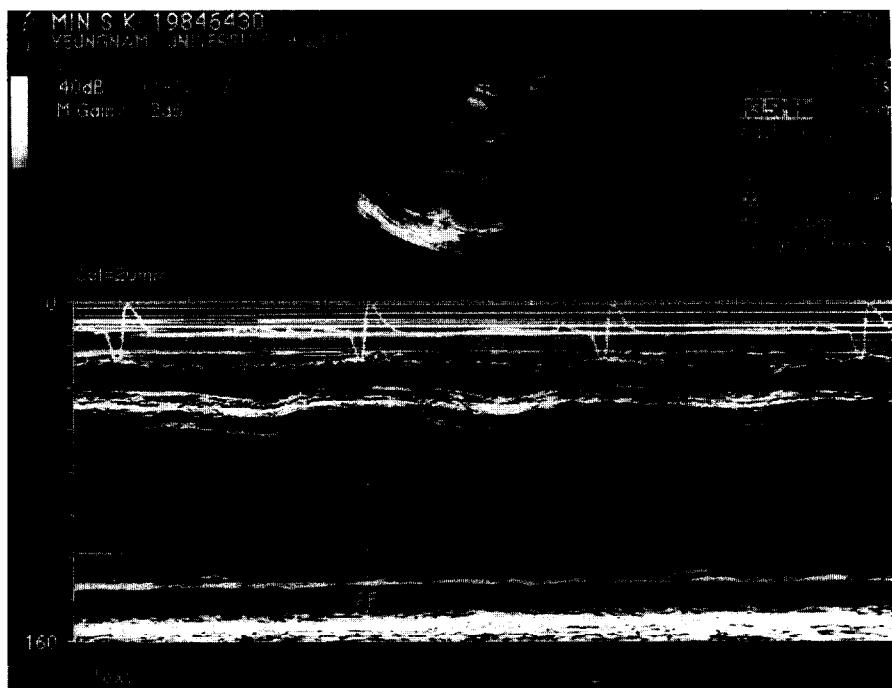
Echocardiography showed global left ventricular dysfunction and minimal pericardial effusion.
